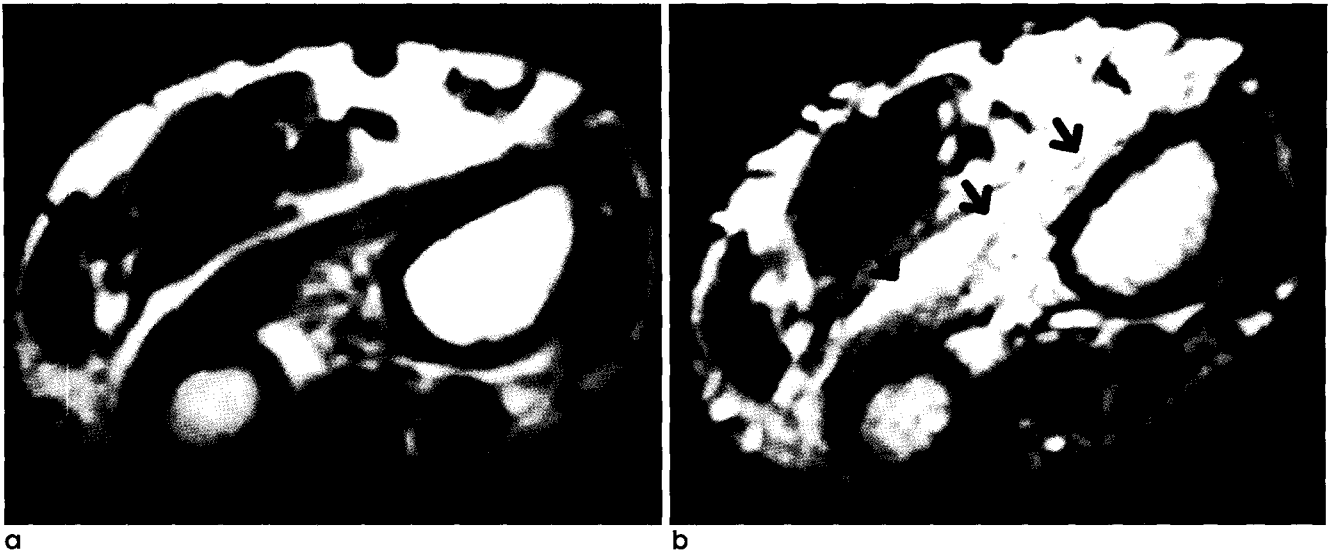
MR images of the distal forearm.
